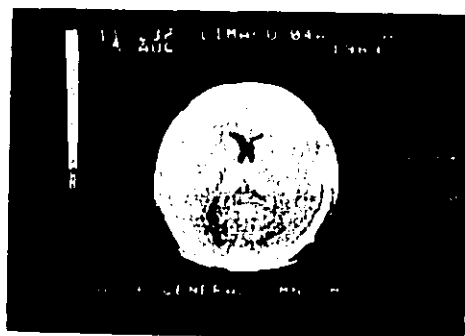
Tomografía postoperatoria de la misma lesión obtenida 6 meses después, donde se puede observar que no existe tumor residual y el adecuado funcionamiento del sistema de derivación.
